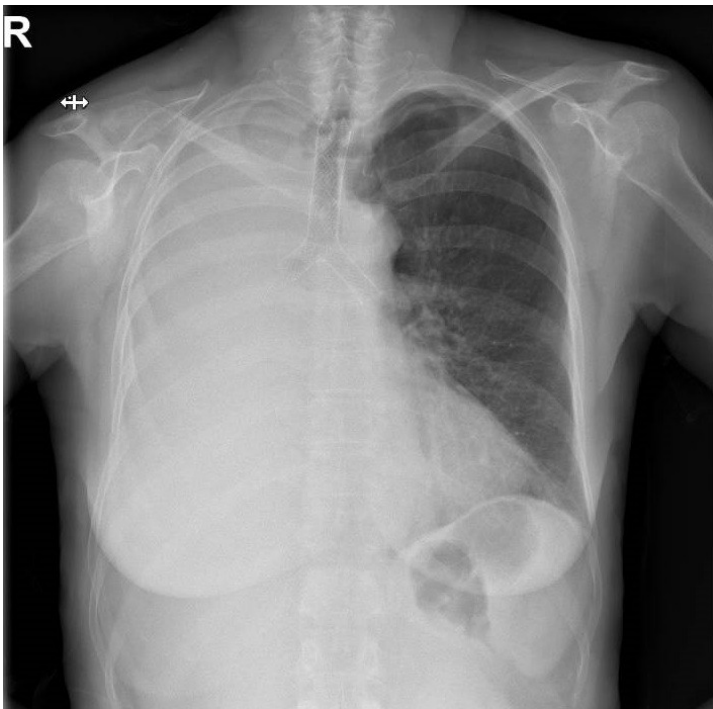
Radiografie toraco-pulmonară după montarea stentului în Y, anterior radio-chimioterapiei.
